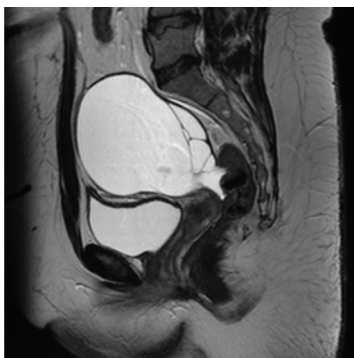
МРТ. Муцинозная цистаденома яичника: на T2ВИ в малом тазу определяется крупное многокамерное кистозное образование без солидного компонента
